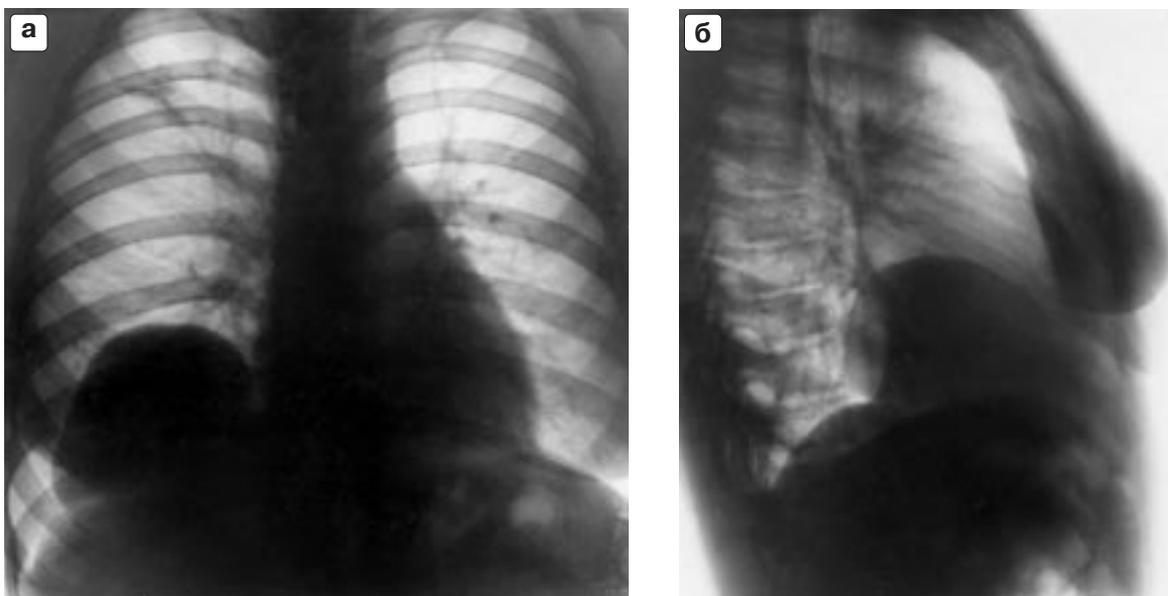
Врожденная правосторонняя диафрагмальная грыжа, включающая ткань печени (оперативное подтверждение). Рентгенограммы в прямой (а) и боковой (б) проекциях.
